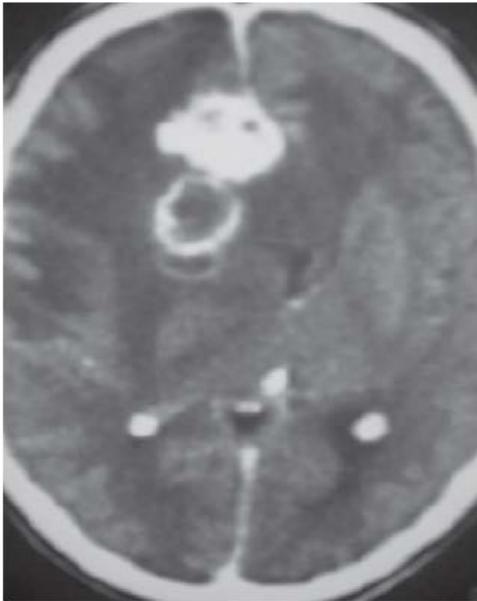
Tomografía de cráneo del caso 1 (02/08/91). Masa frontal derecha con extensión al cuerpo calloso con dos porciones redondeadas: una medial isodensa que capta uniformemente el medio de contraste y otra, lateral hipodensa, con patrón de captación anular. Se aprecia importante edema vasógeno perilesional, efecto de masa y desviación de la línea media.
